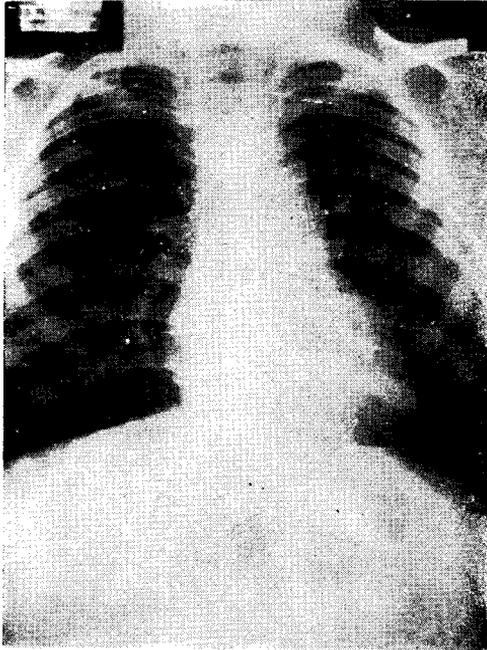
R.M.A. Radiografía de tórax de un enfermo con estenosis pulmonar pura. Nótese la pulmonar prominente y los hilios pequeños.
